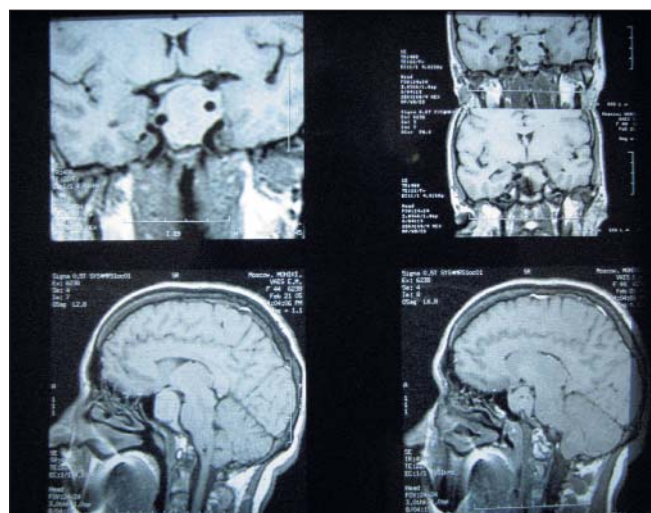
Исходные снимки МРТ гипофиза больной Е.
